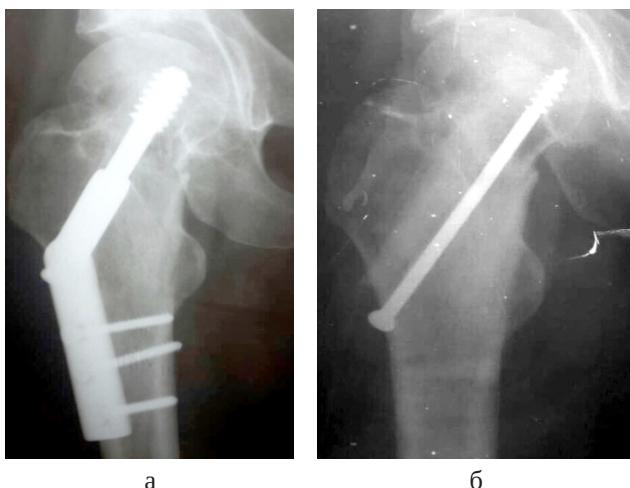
Фотовідбиток рентгенограми хворого К.: а – через рік після остеосинтезу DH-S, стержень фіксатора проведений через центр шийки СК, зрощення відсутнє; б – через 6 місяців після введення кортикального автотрансплантата відбулося зрощення відламків.
